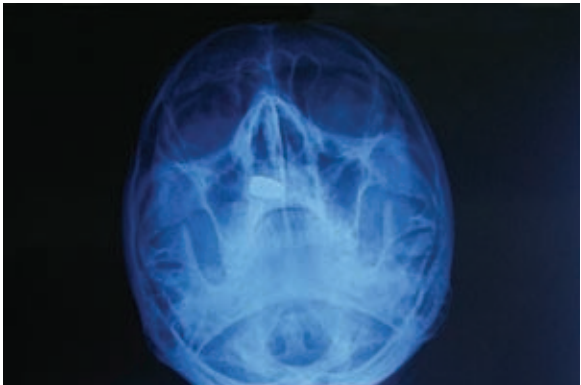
Radiografía de cráneo AP y Lateral. TAC de órbita OD mostrando lugar de cuerpo extraño.
